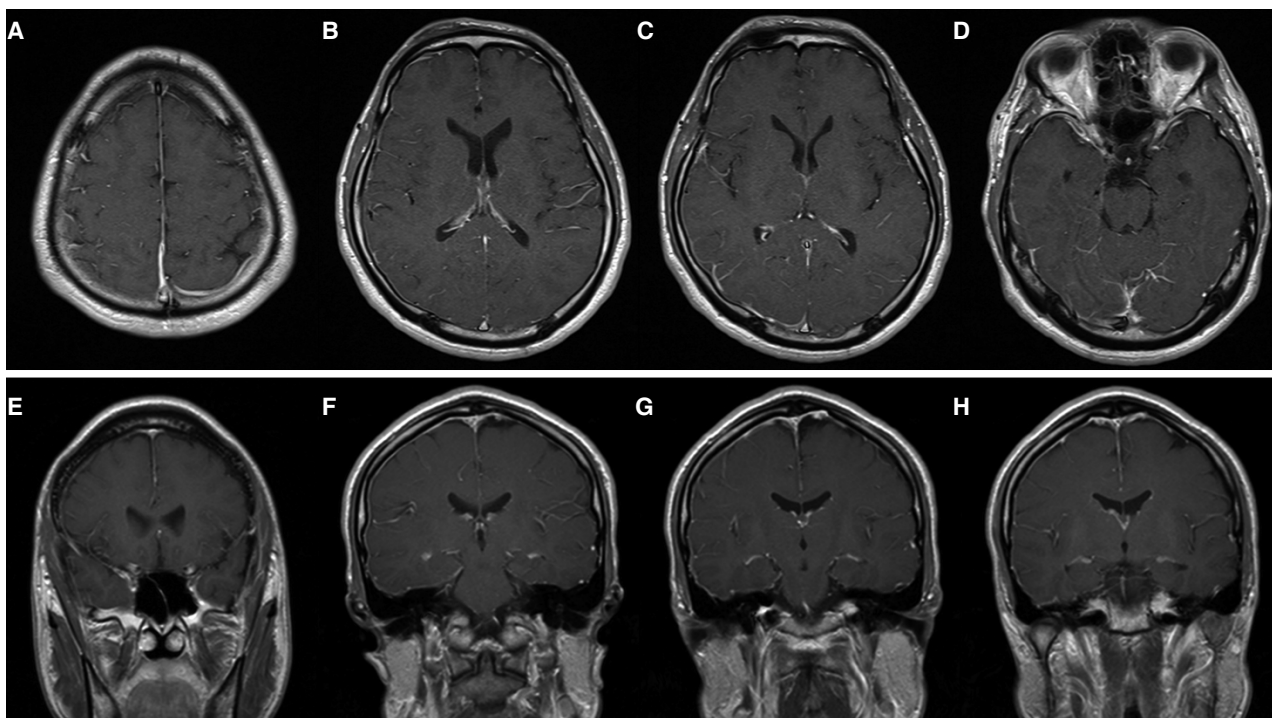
Brain magnetic resonance images. The axial (A-D) and coronal (E-H) T1-weighted contrast images demonstrated diffuse tiny thickening and gadolinium enhancement of pachymeninges.
